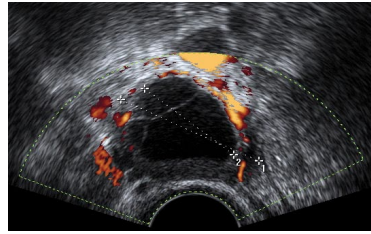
Ecografía transvaginal de un ovario con una formación quística con finas tabicaciones. El estudio power Doppler muestra vascularización periférica. Se trata de un LUF que mostró regresión espontánea en el control ecográfico post-menstrual.
